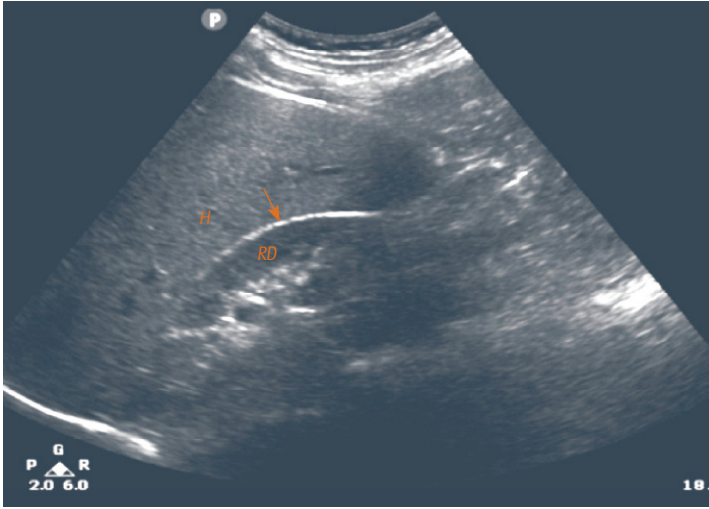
Ultrasonido en el que se observa el espacio hepatorenal, también conocido como espacio de Morrison (flecha).
